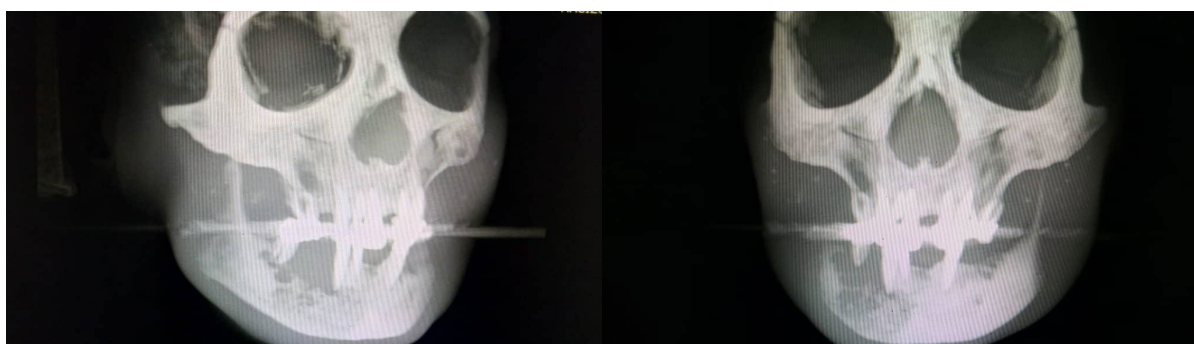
tomografía computarizada de cara. Se aprecia un patrón de destrucción ósea en la zona afectada.
